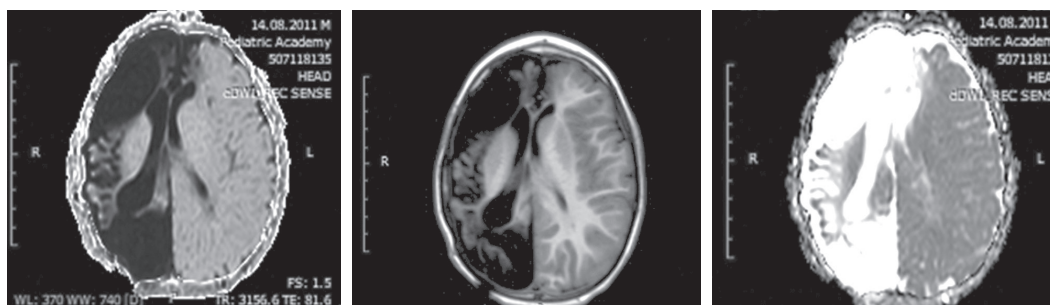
Магнитно-резонансная томограмма пациента. 4 мес. Аксиальные срезы. Кистозно-атрофические изменения в правой гемисфере
